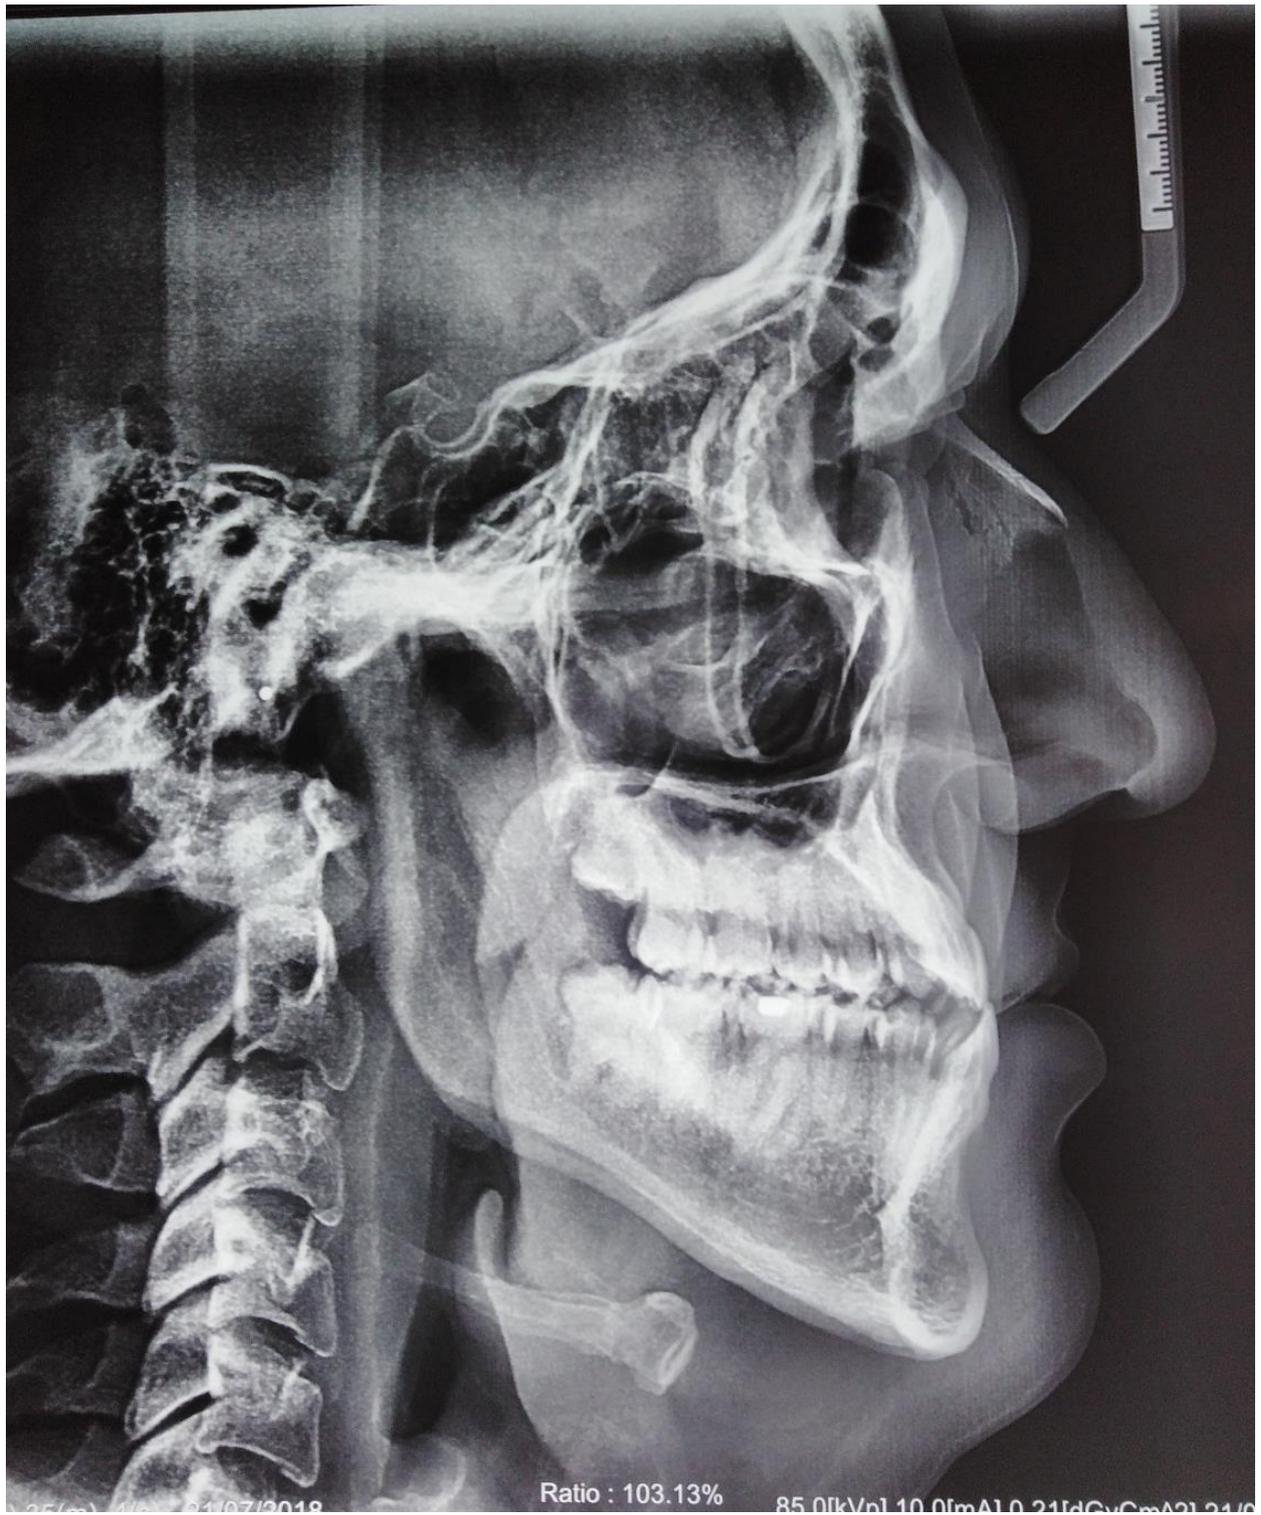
radiografía cefalometrica
